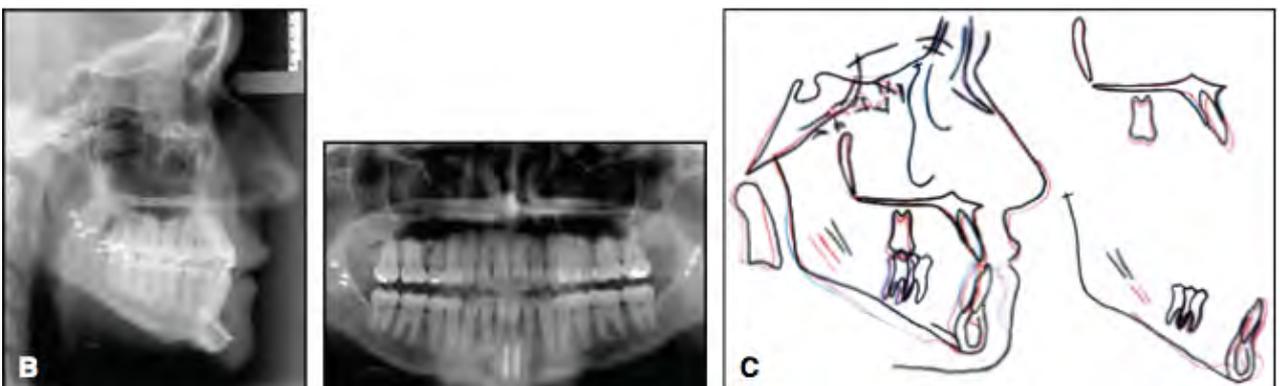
B : Radiographies prises au moment de la dépose des plaques, au bout de 6 mois de contention. C : Superpositions. En noir : avant traitement. En bleu : immédiatement après chirurgie. En rouge : au bout de 6 mois de contention. (21)
